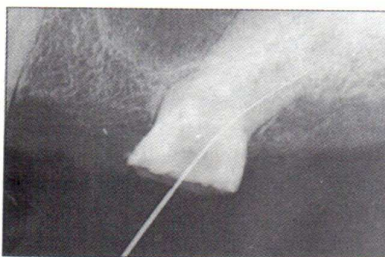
Lo stesso dente della figura 1. Radiografia di misurazione del canale distale.
